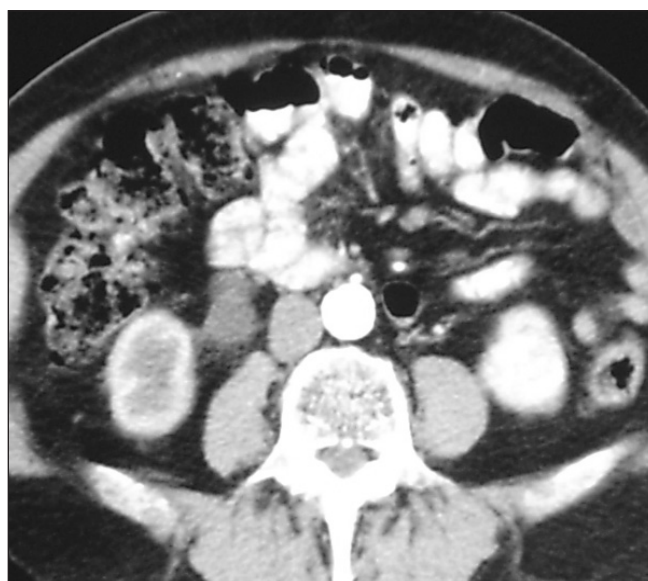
TC in fase arteriosa: si apprezza al polo inferiore del rene sinistro immagine rotondeggiante esofitica riccamente vascolarizzata.
